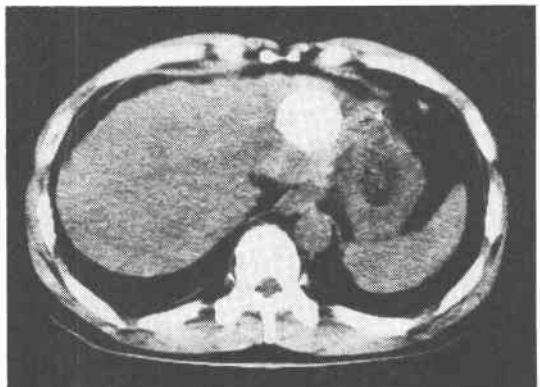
症例12の別のスライスのLp-CT像。主腫瘍およびinfusion hepatic angiographyでは検出不可能であった2mmの微小娘結節(矢印部)が認められる。
